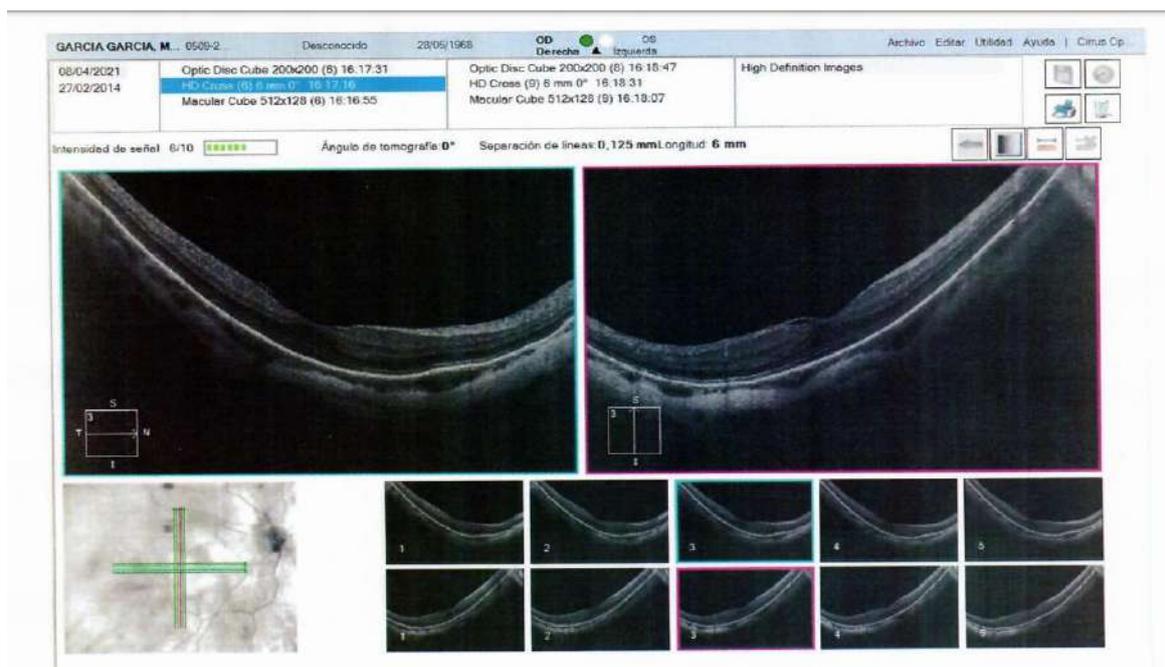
Tomografía de coherencia óptica OD
